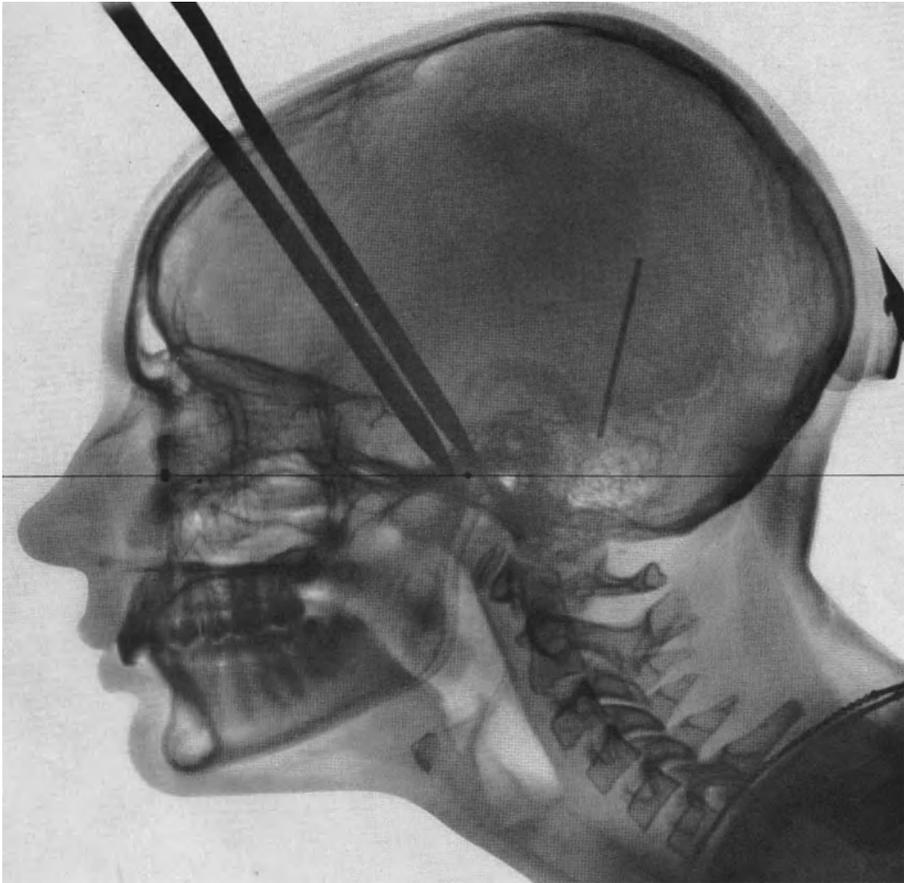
Fernröntgenaufnahme der Patientin von Abb. 905—908.
